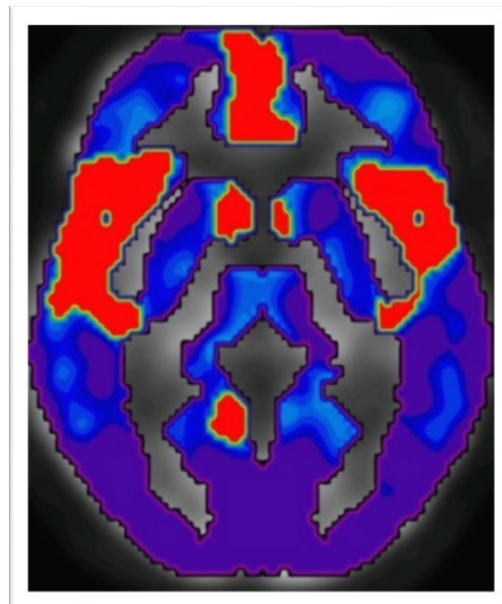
Beispielhafte PET II von Proband MW261140
